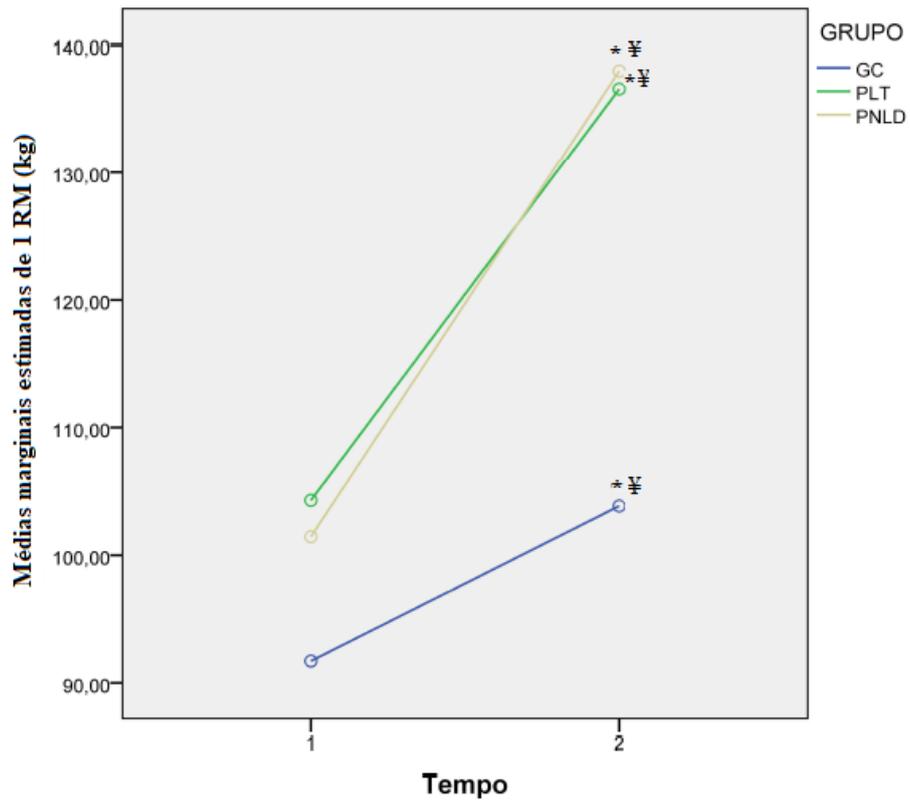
comparação dos grupos com as cargas de 1 RM
